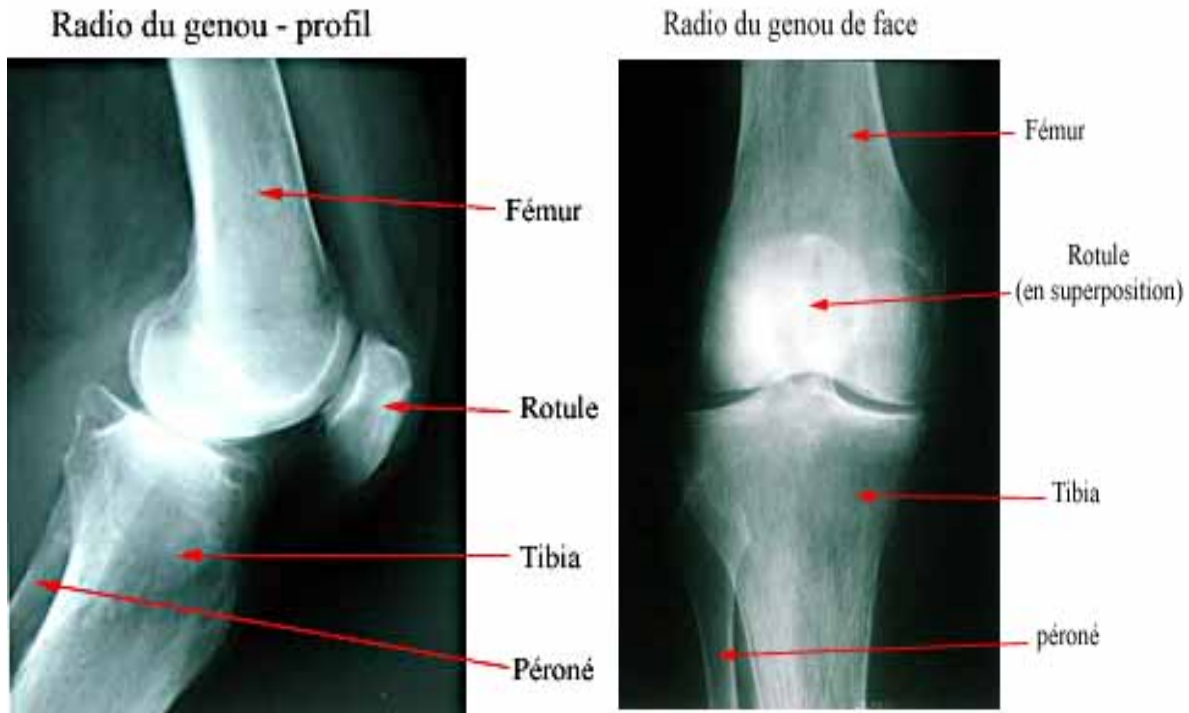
La radiographie standard du genou droit (face et profil) [11]
